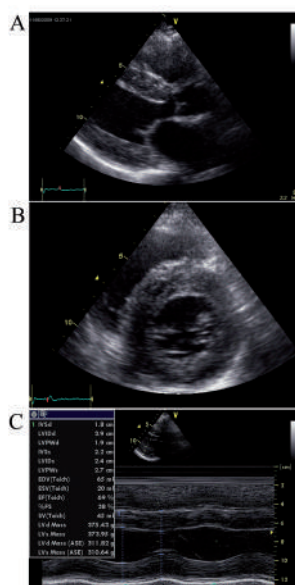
Echocardiogram of 72-years-old female with ATTRV30M amyloidosis showing severe LVH. A) Parasternal long-axis image. B) Parasternal short-axis image. C) LV M-mode measurements.
